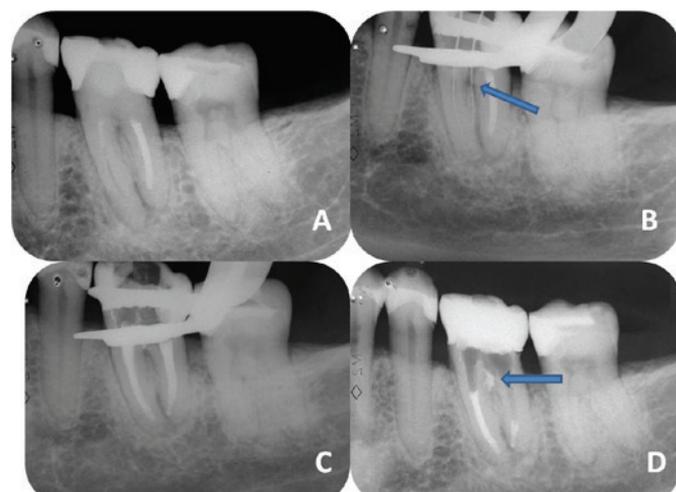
A- Imagem radiográfica periapical inicial.
